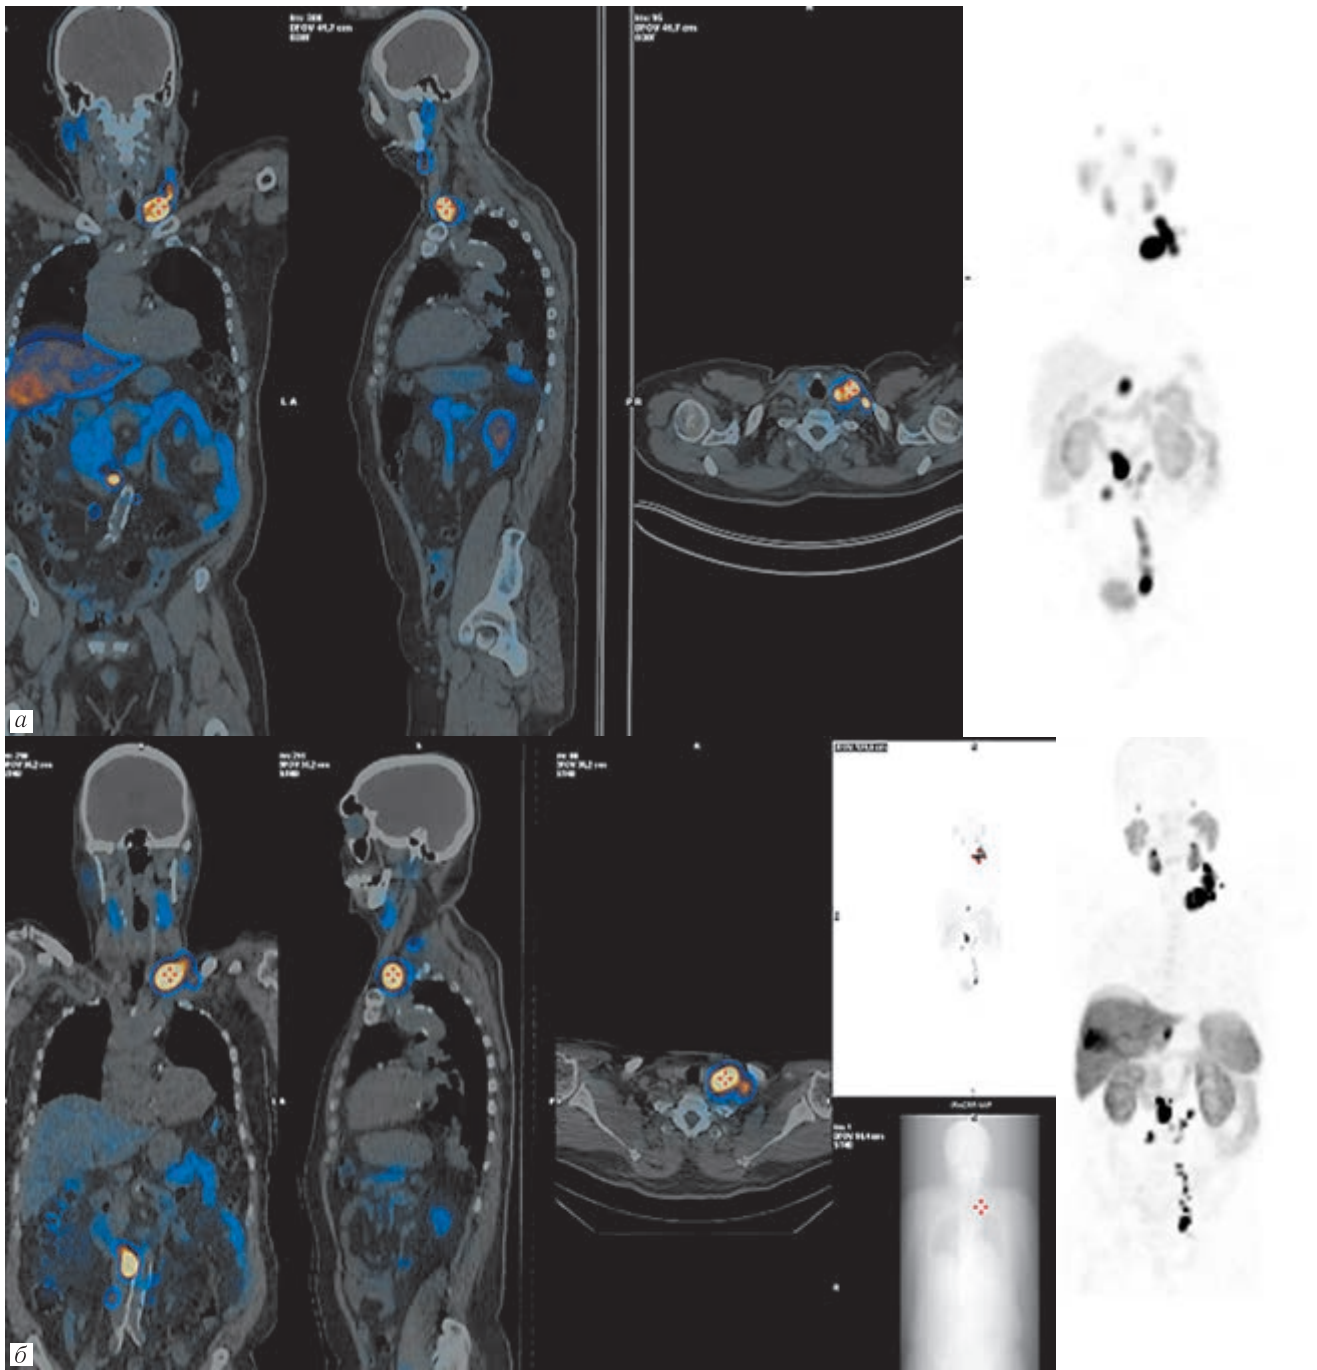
Сравнительные результаты диагностического (предтерапевтического) ПЭТ/КТ сканирования и посттерапевтического ОФЭКТ/КТ исследования: *a* — предтерапевтический ПЭТ/КТ скан с ^{18}F -ПСМА-1007, выполненный за 10 суток до проведения РЛТ; *б* — посттерапевтический ОФЭКТ/КТ скан с ^{177}Lu -ДОТА-ПСМА, выполненный через 1 сутки после процедуры РЛТ
